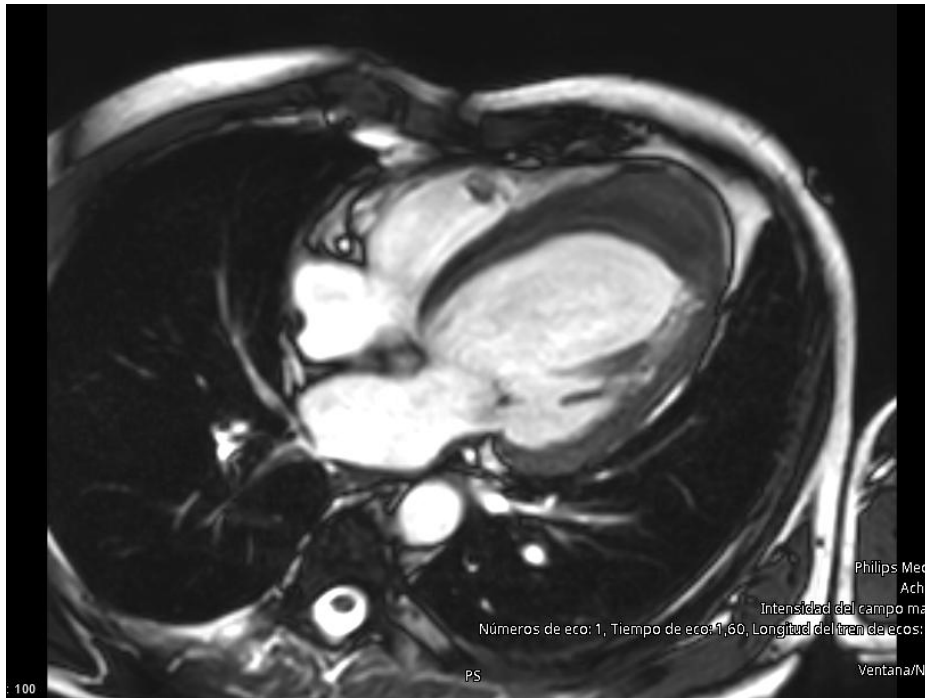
RMC en plano apical 4 cámaras donde se evidencia dilatación de VI con presencia de trombos endocavitarios en ambos ventrículos.
